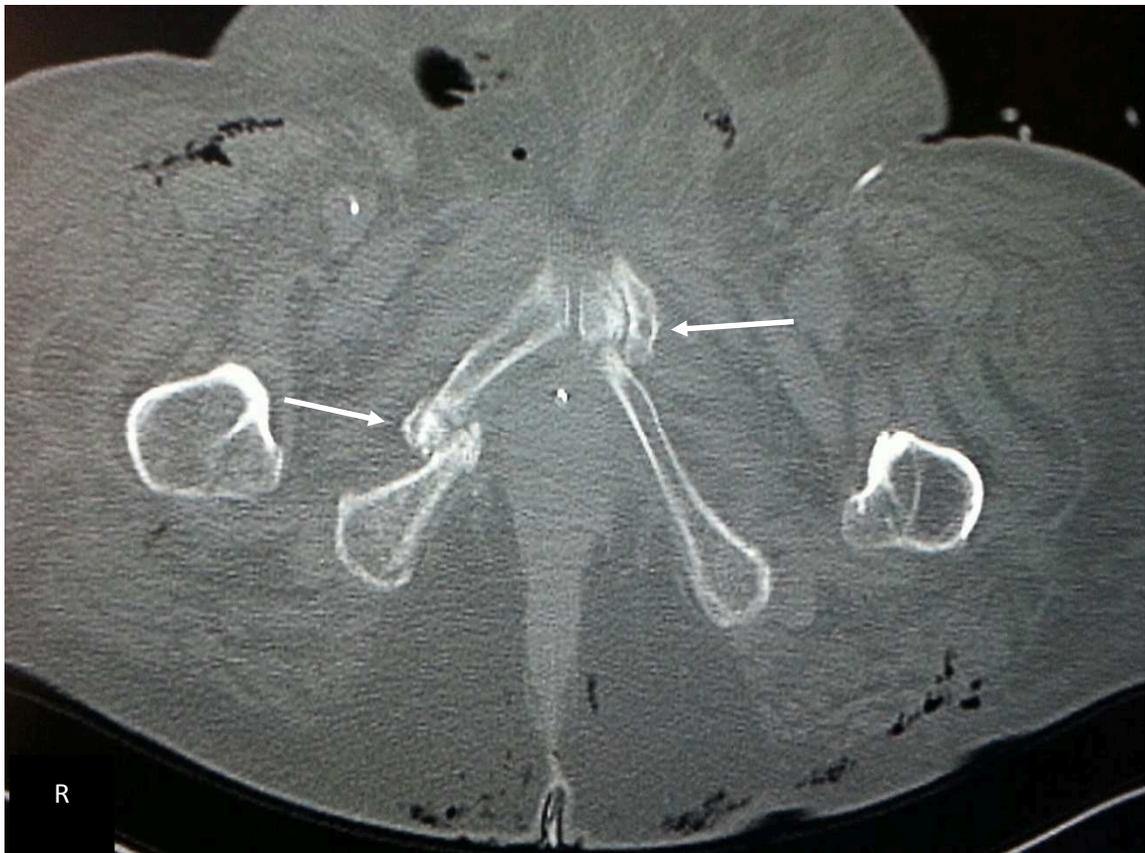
Axiale CT: Fraktur des Sitzbeins rechts und des Schambeins links
